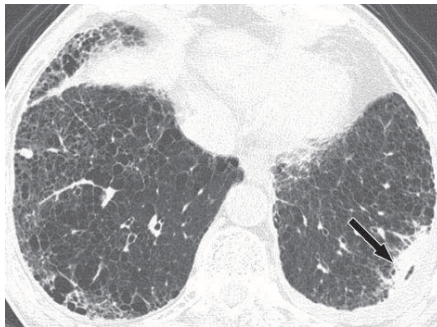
КТ ОГК. Інтерстиціальний пневмоконіоз III стадії: субплевральні напластування (стрілка), сітчасті затемнення у вигляді бджолиних стільників.
